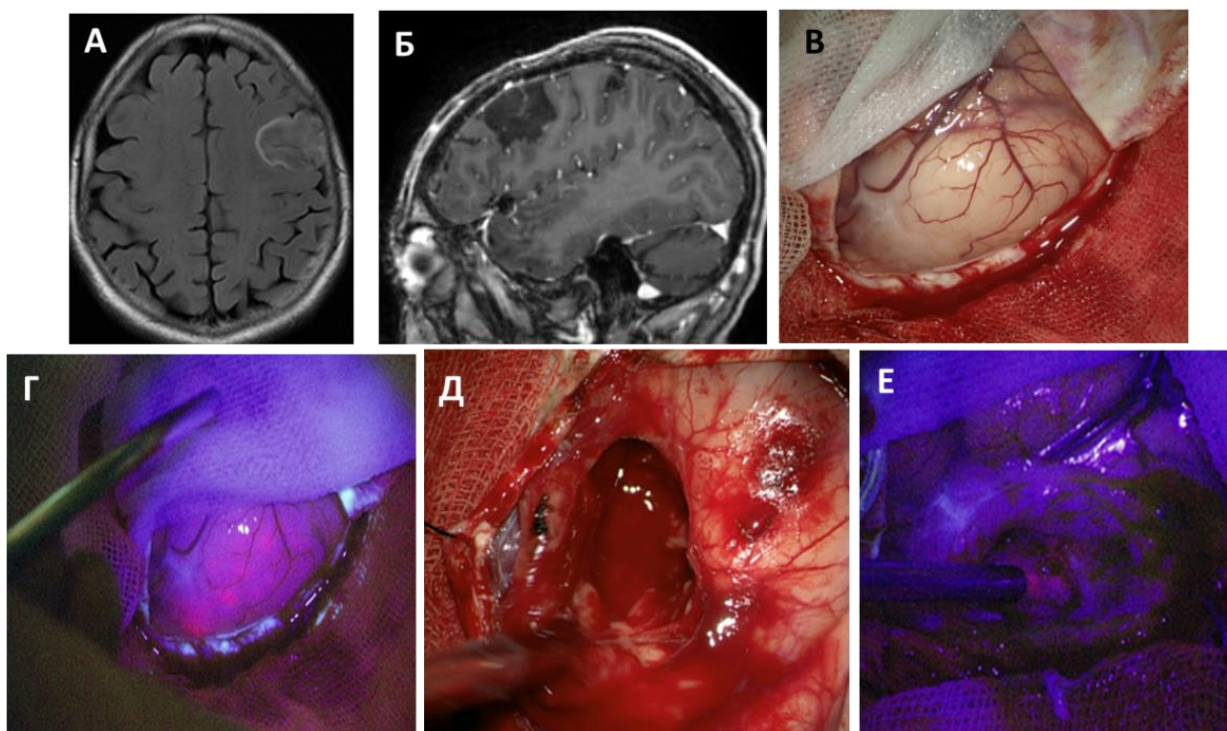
М., 40 лет, клиническое наблюдение 13. Сочетанное применение метаболической навигации и краниотомии в сознании у пациента с анапластической астроцитомой левой лобной доли. А - МРТ аксиальный срез в T2 FLAIR режиме, Б - сагиттальный срез в T1 режиме с контрастированием (опухоль не коптит контраст), В - интраоперационная фотография в белом свете (неизменная кора мозга), Г - интраоперационная фотография в синем свете, слабое свечение опухоли, выходящей на кору мозга, Д- фотография в белом свете после завершения резекции опухоли и появления афатических нарушений вследствие близости к аркуатному тракту, Е – резекция остановлена, однако отмечается остаточная флуоресценция инфильтративной части опухоли. Удаление флуоресцирующего осадка опухоли далее не проводилось ввиду опасности нарастания необратимых речевых расстройств после операции вследствие пересечения волокон лобной порции дугообразного пучка.
